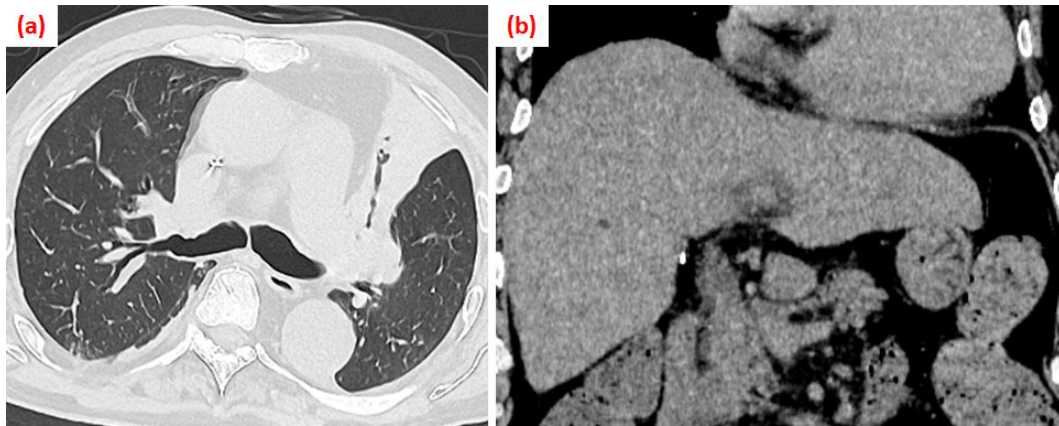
CT findings at Day 1. (a) The primary lesion was located in the left hilar region of the lung, forming an atelectasis in the left upper lobe. (b) Multiple liver metastases. The liver was 203 × 125 mm in size. The total liver volume was 1649 cc. Multiple para-aortic lymph node metastases were present (largest diameter: 27 mm).
